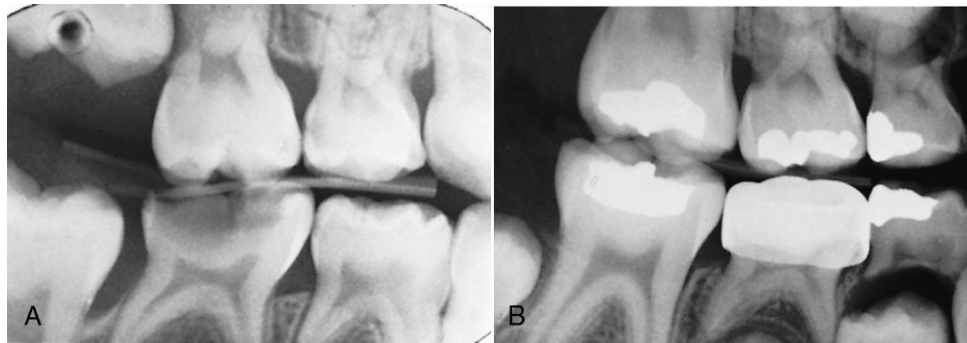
La erupción ectópica de un primer molar permanente suele diagnosticarse en una radiografía de aleta de mordida rutinaria. Si la reabsorción es muy limitada no se necesita ningún tratamiento inmediato. A. La raíz distal del segundo molar superior primario muestra signos leves de reabsorción por erupción ectópica. B. En esta radiografía, obtenida unos 18 meses después, se puede ver que el molar permanente pudo erupcionar sin necesidad de tratamiento.
